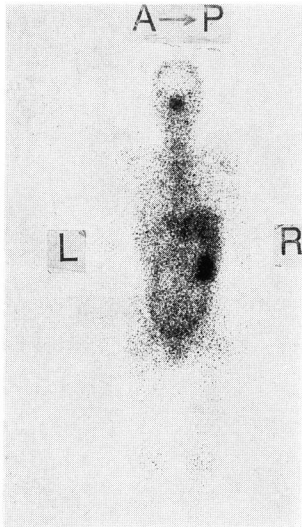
症例2の Ga-scintigraphy
